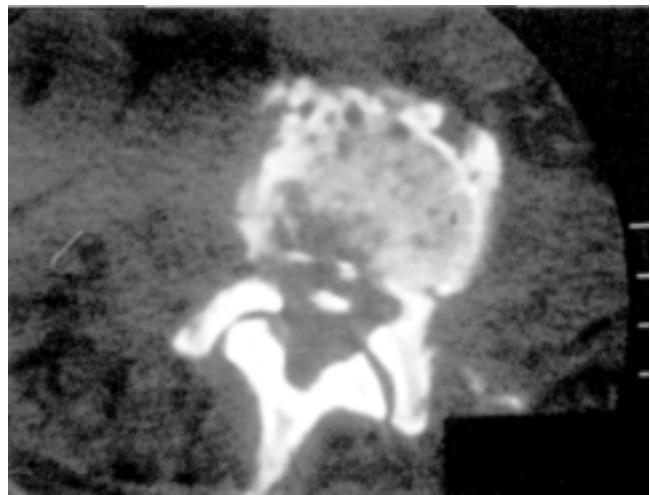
Tomografía axial computada de cuerpo vertebral L3 en donde se observan lesiones líticas y pérdida del borde vertebral compatible con osteomielitis. Canal raquídeo masa ocupativa.
